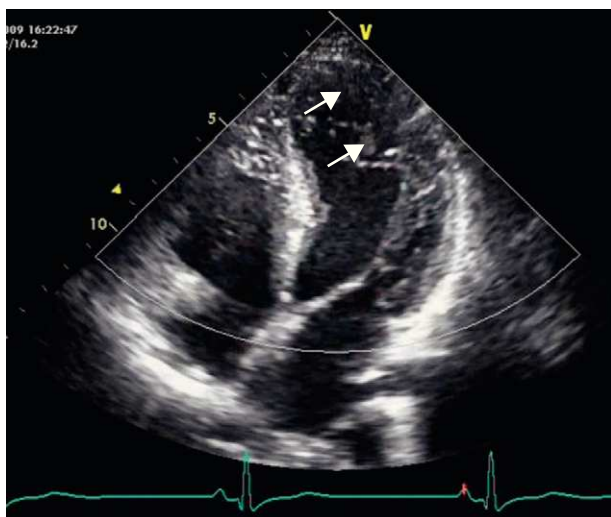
Incidência apical 4-câmaras identificando-se hipertrabeculação (setas) dos segmentos mesoapicais da parede lateral.
